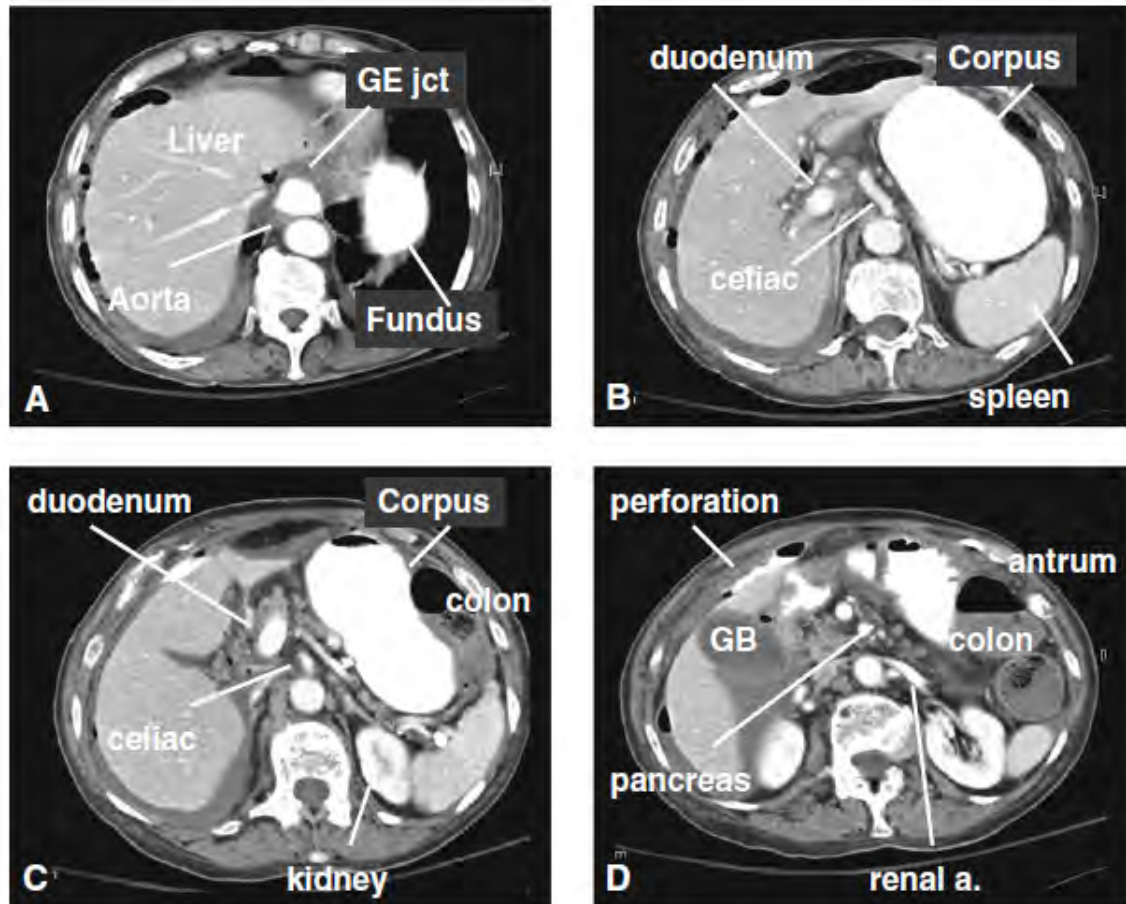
Imágenes por Tomografía Axial Computada (TAC) A: Relaciones del cardias y el fondo. B. Relaciones con el cuerpo proximal. C. Relaciones con el cuerpo distal, al nivel del tronco celiaco y de la arteria esplénica. D Relaciones del antro y el píloro
